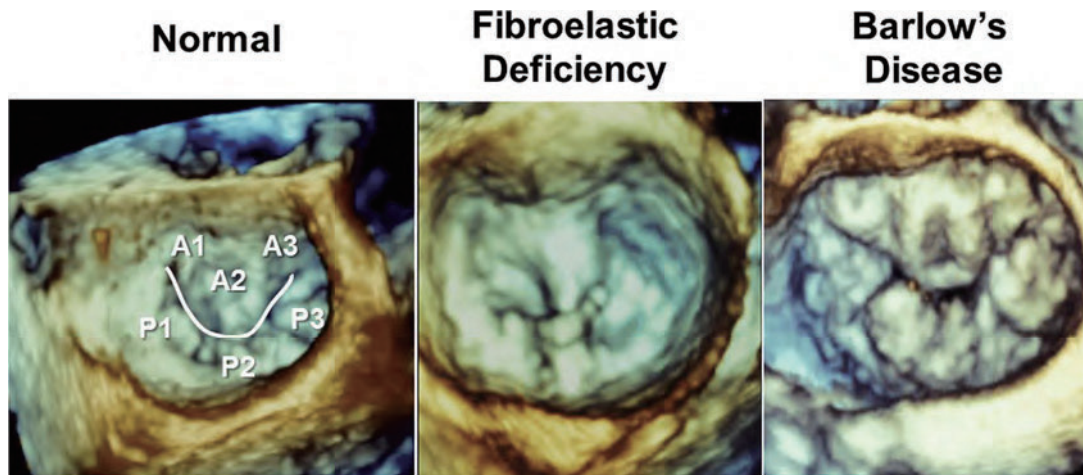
3次元エコー画像 左房から見た僧帽弁。正常僧帽弁（左）において、前尖の scallop と後尖の scallop を示している。中央は fibroelastic deficiency でフレイルな P2 を示している（反転している弁の端が見える）。右は Barlow 病で、僧帽弁の弁葉がすべて左房側に大きく逸脱している。
